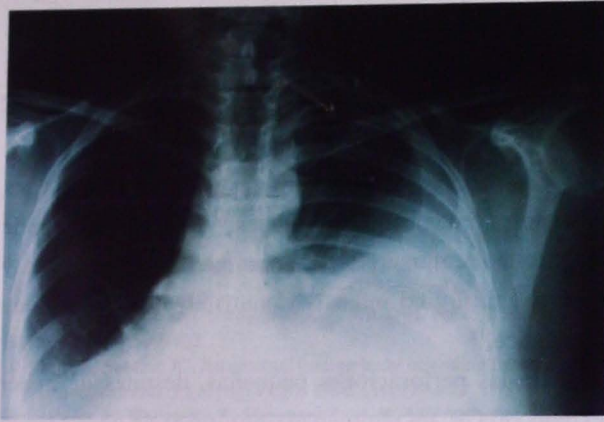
Radiografía del tórax que muestra de derrame pleural derecho.
